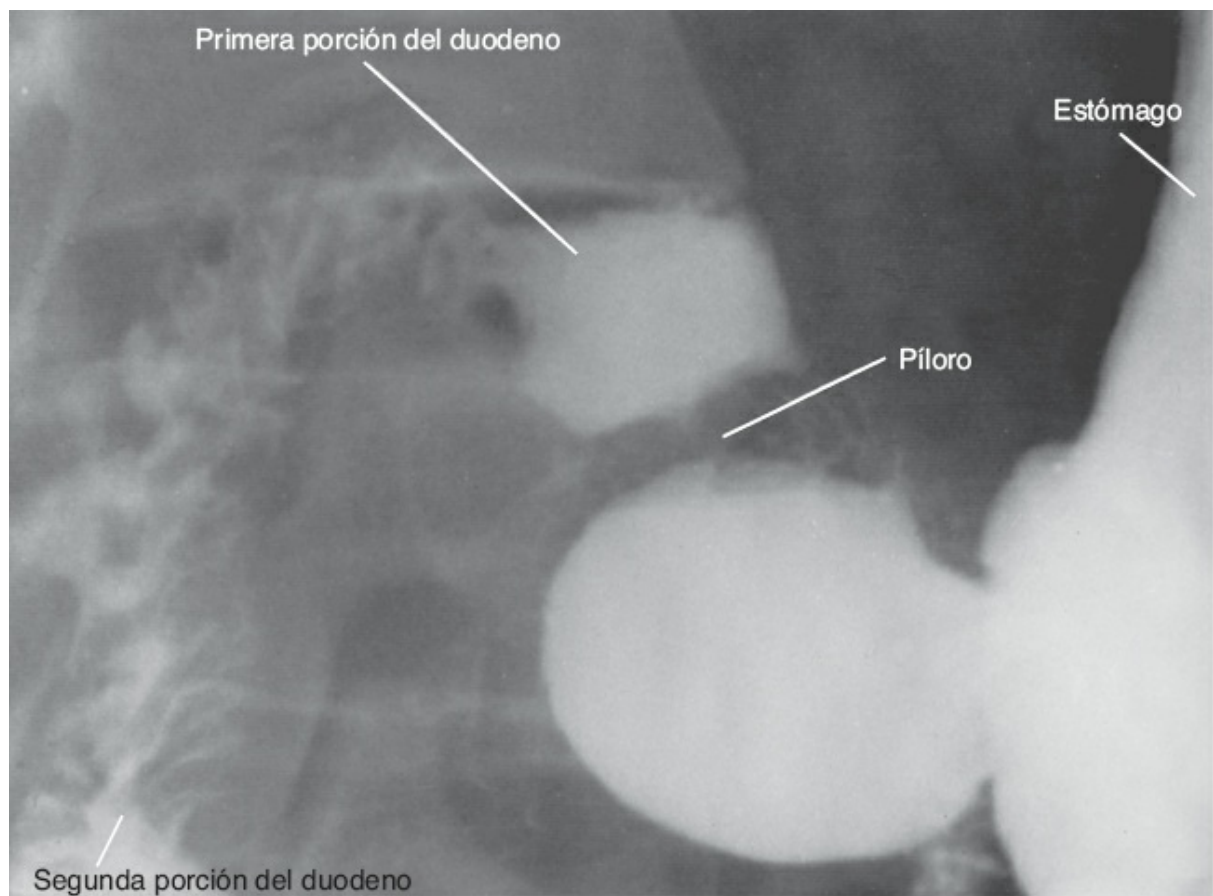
Radiografía anteroposterior del duodeno tras la ingesta de una sustancia baritada.
